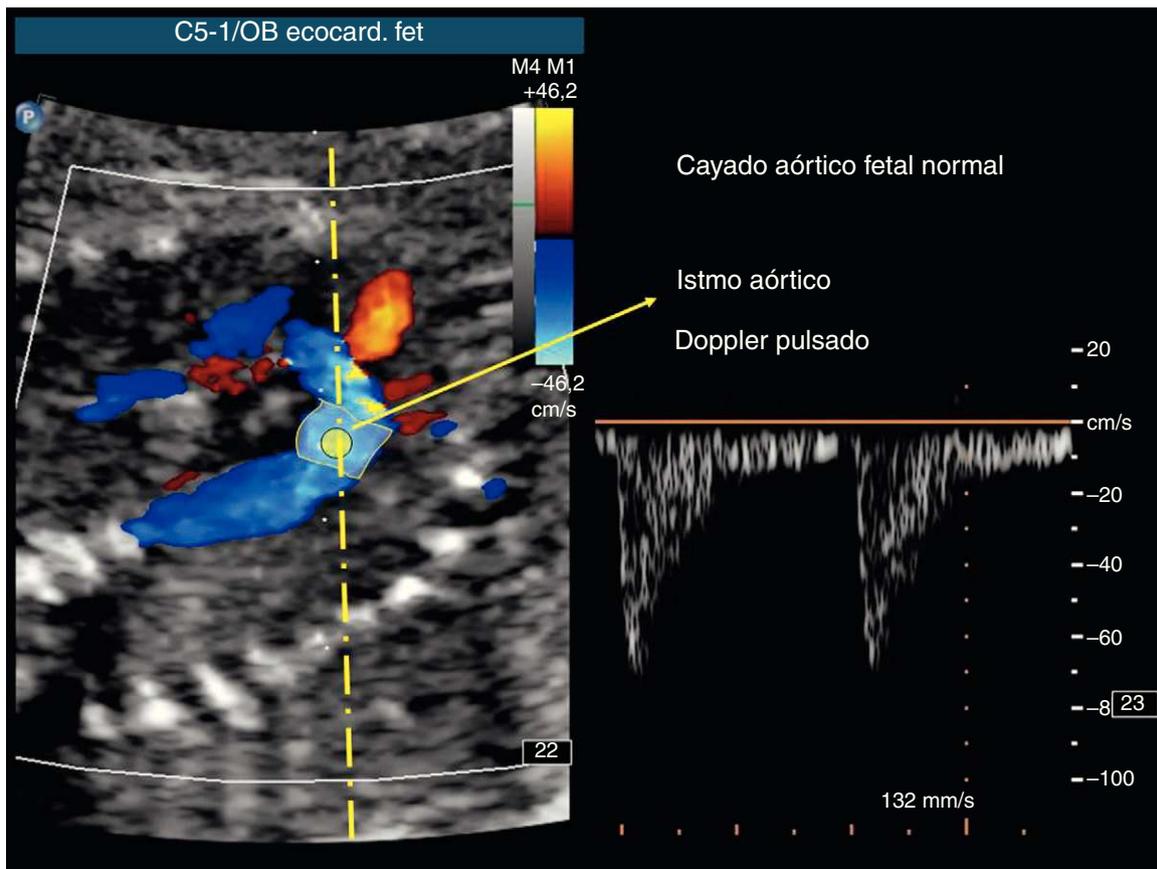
Imagen de ecocardiografía fetal del cayado aórtico con Doppler color (panel izquierdo). Se resalta el istmo aórtico con localización Doppler pulsado y registro de velocidades normal (panel derecho).
